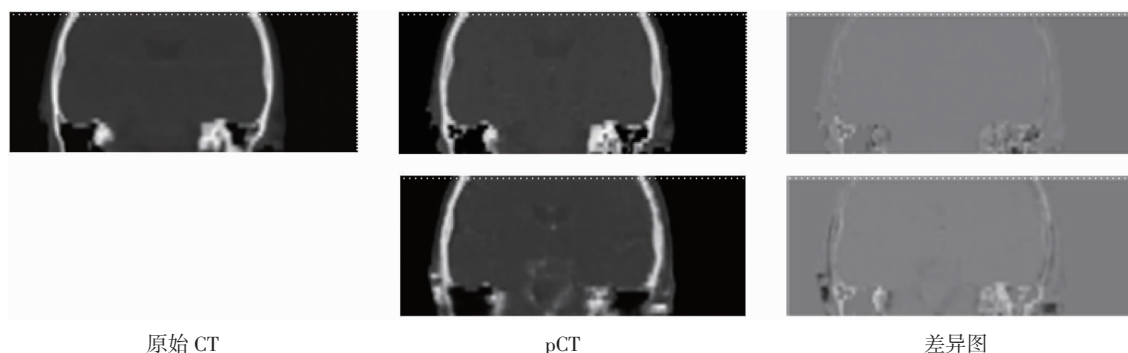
pCT 与 CT 的目视定性比较(冠状面)
